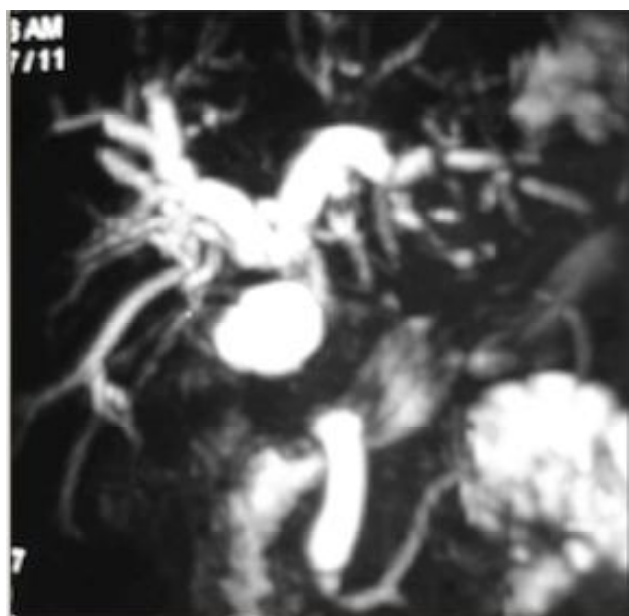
МРТ картина синдрому Міріззі в режимі холангіографії.
